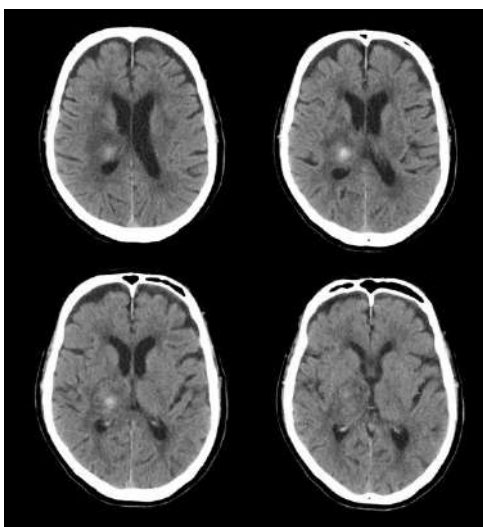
当院入院時 (12 病日) の頭部 CT 画像
